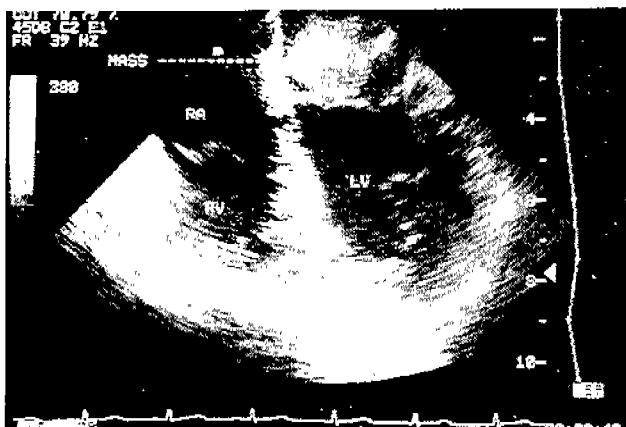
Two-dimensional echocardiogram demonstrating a huge echogenic mass attach to anterior mitral valve leaflet and low interatrial septum.
